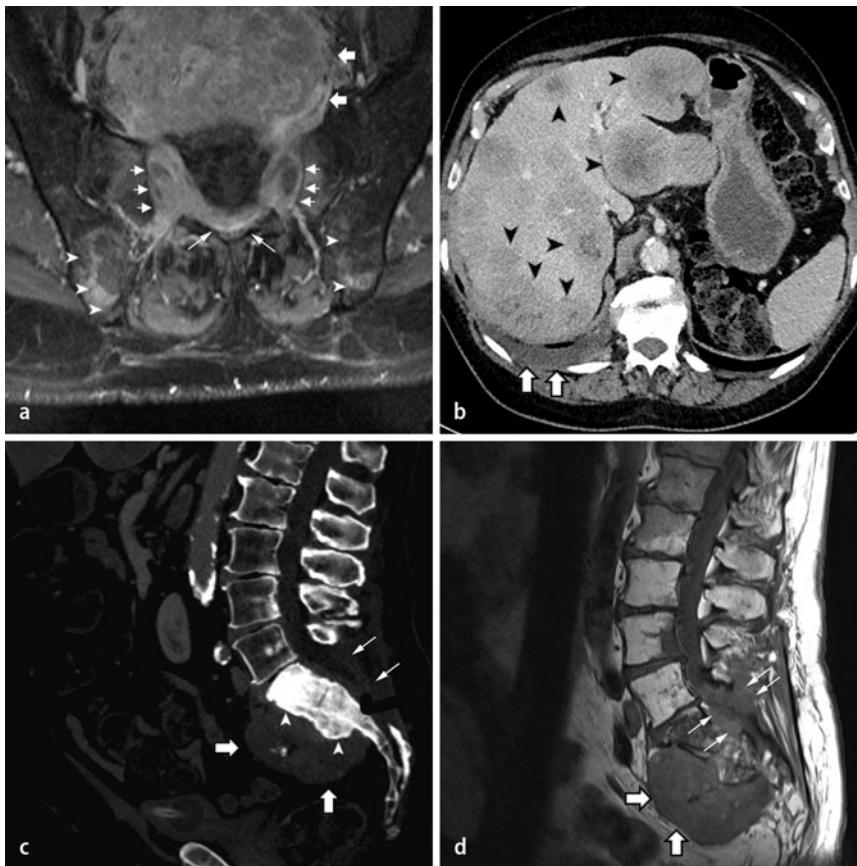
▲ Bildgebende Befunde. a T1-gewichtete axiale Aufnahme nach Kontrastmittelgabe der initialen MRT von 2007. Es zeigt sich die ausgedehnte kontrastmittelaufnehmende präsakrale Raumforderung (*breite Pfeile*), welche durch die Foramina durchtritt (*kurze Pfeile*) und bis in den Spinalkanal einwächst und diesen komprimiert (*diagonale Pfeile*). Zusätzlich finden sich metastasensuspikte Herde im Os ileum beidseits (*Pfeilspitzen*). b Im Dezember 2011 durchgeführte CT des Abdomens nach Kontrastmittelgabe in der portalvenösen Phase. Im Weichteilfenster lassen sich multiple Metastasen in beiden Leberlappen erkennen (*Pfeilspitzen*). Zusätzlich zeigt sich ein rechtsseitiger Pleuraerguss bei bekannter pleuraler Metastasierung. c In der gleichen CT-Aufnahme lässt sich im Knochenfenster die präsakrale Tumormasse erkennen (*breite Pfeile*), mit osteosklerotisch durchbautem Korpus des Os sacrum (*Pfeilspitzen*). Status nach Laminektomie (*schmale Pfeile*). d Im Januar 2012 angefertigte MRT-Aufnahme der Lendenwirbelsäule. T1 gewichtete sagittale Aufnahmen mit Darstellung der hypointensen präsakralen Tumormasse (*breite Pfeile*) mit Durchmauerung des Spinalkanals (*schmale Pfeile*)
